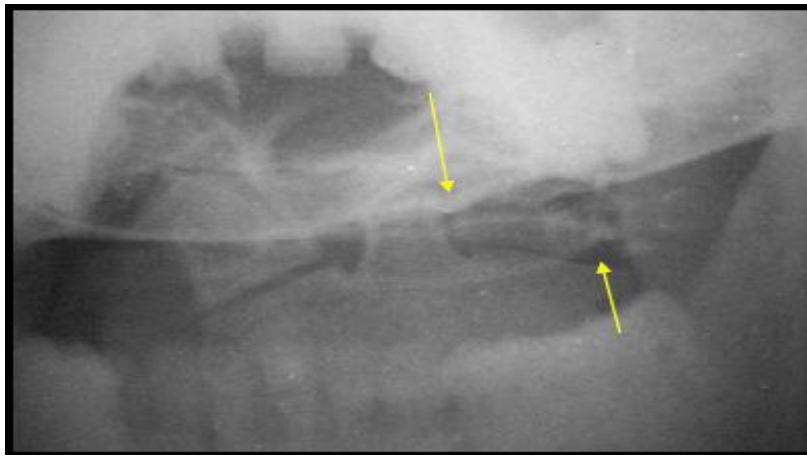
fracture des masses latérales de C1 en radiographie standard, incidence de face bouche ouverte
